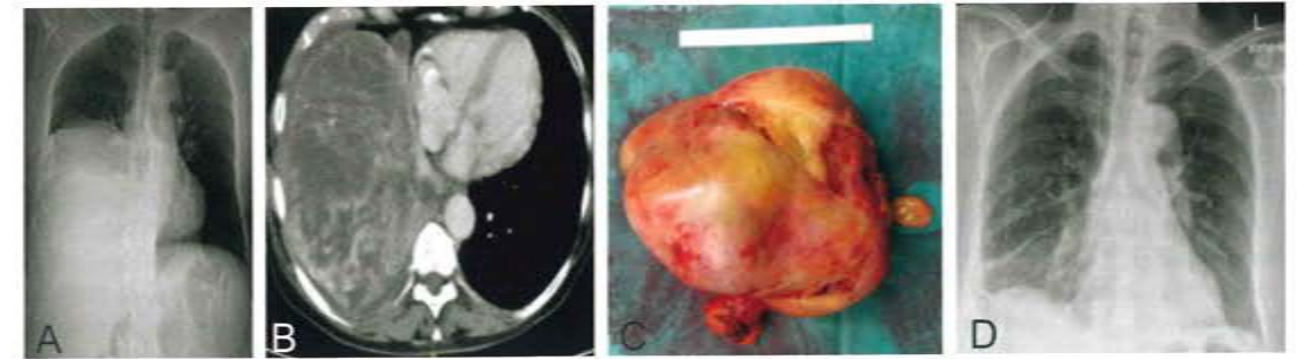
SFT. A und D: Röntgen Thorax p.a. vor und nach Operation. B: CT-Thorax. C: Operationspräparat.
